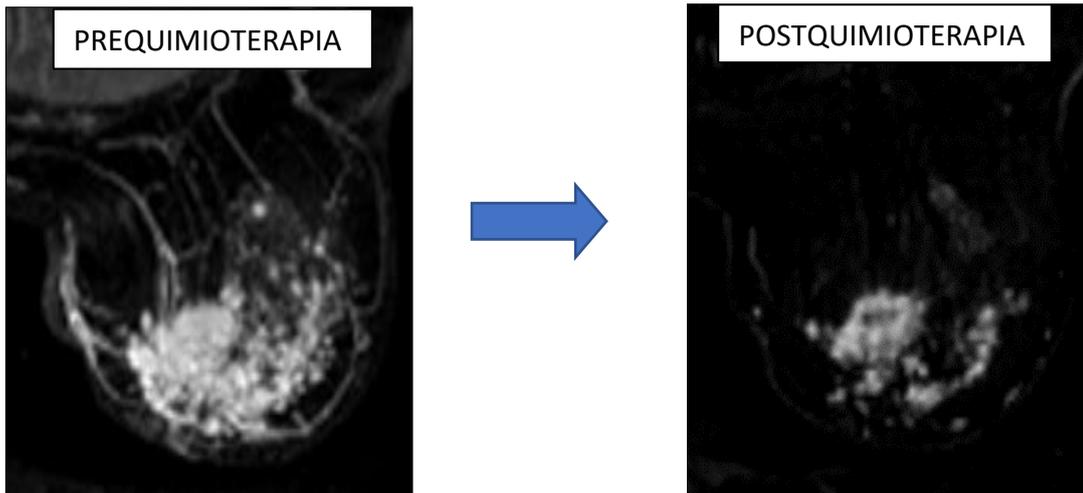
RM mamaria secuencia T1 con contraste en plano axial. Evaluación de respuesta a tratamiento neoadyuvante: respuesta radiológica local parcial menor tipo fragmentación.
